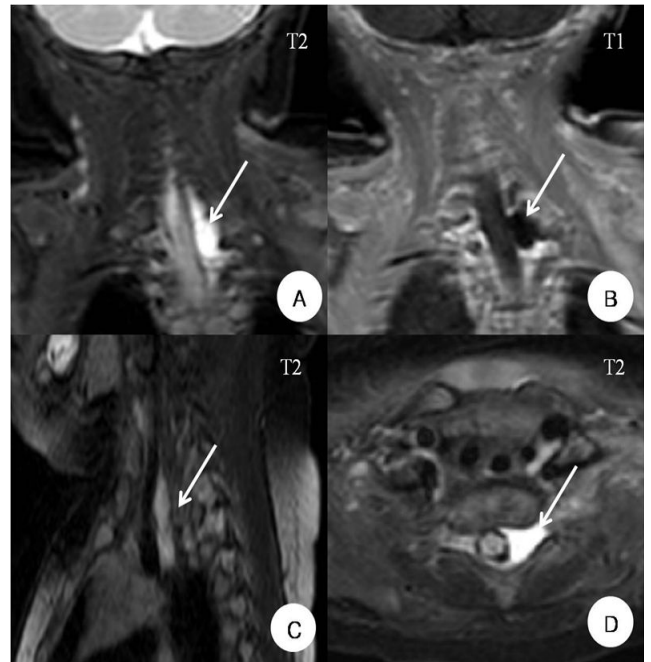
Brachial plexus MRI. Coronal view of T2-weighted images (A) and T1-weighted images (B), sagittal view of T2-weighted images (C), and axial view of T2-weighted (D) images. High signal intensities on (A), (C), (D) and low signal intensity on (B) show pseudocysts (arrows) at the left sides of the C6, C7, and T1 levels that resulted from tearing of the neural sheath at the age of 1 month.
